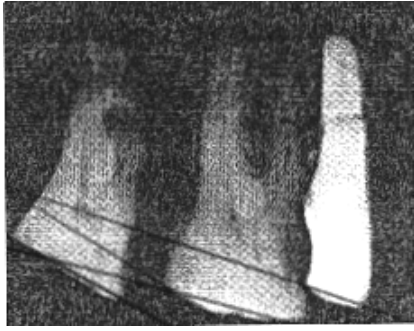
d'après E.Crubézy Radiographie rétro-alvéolaire
